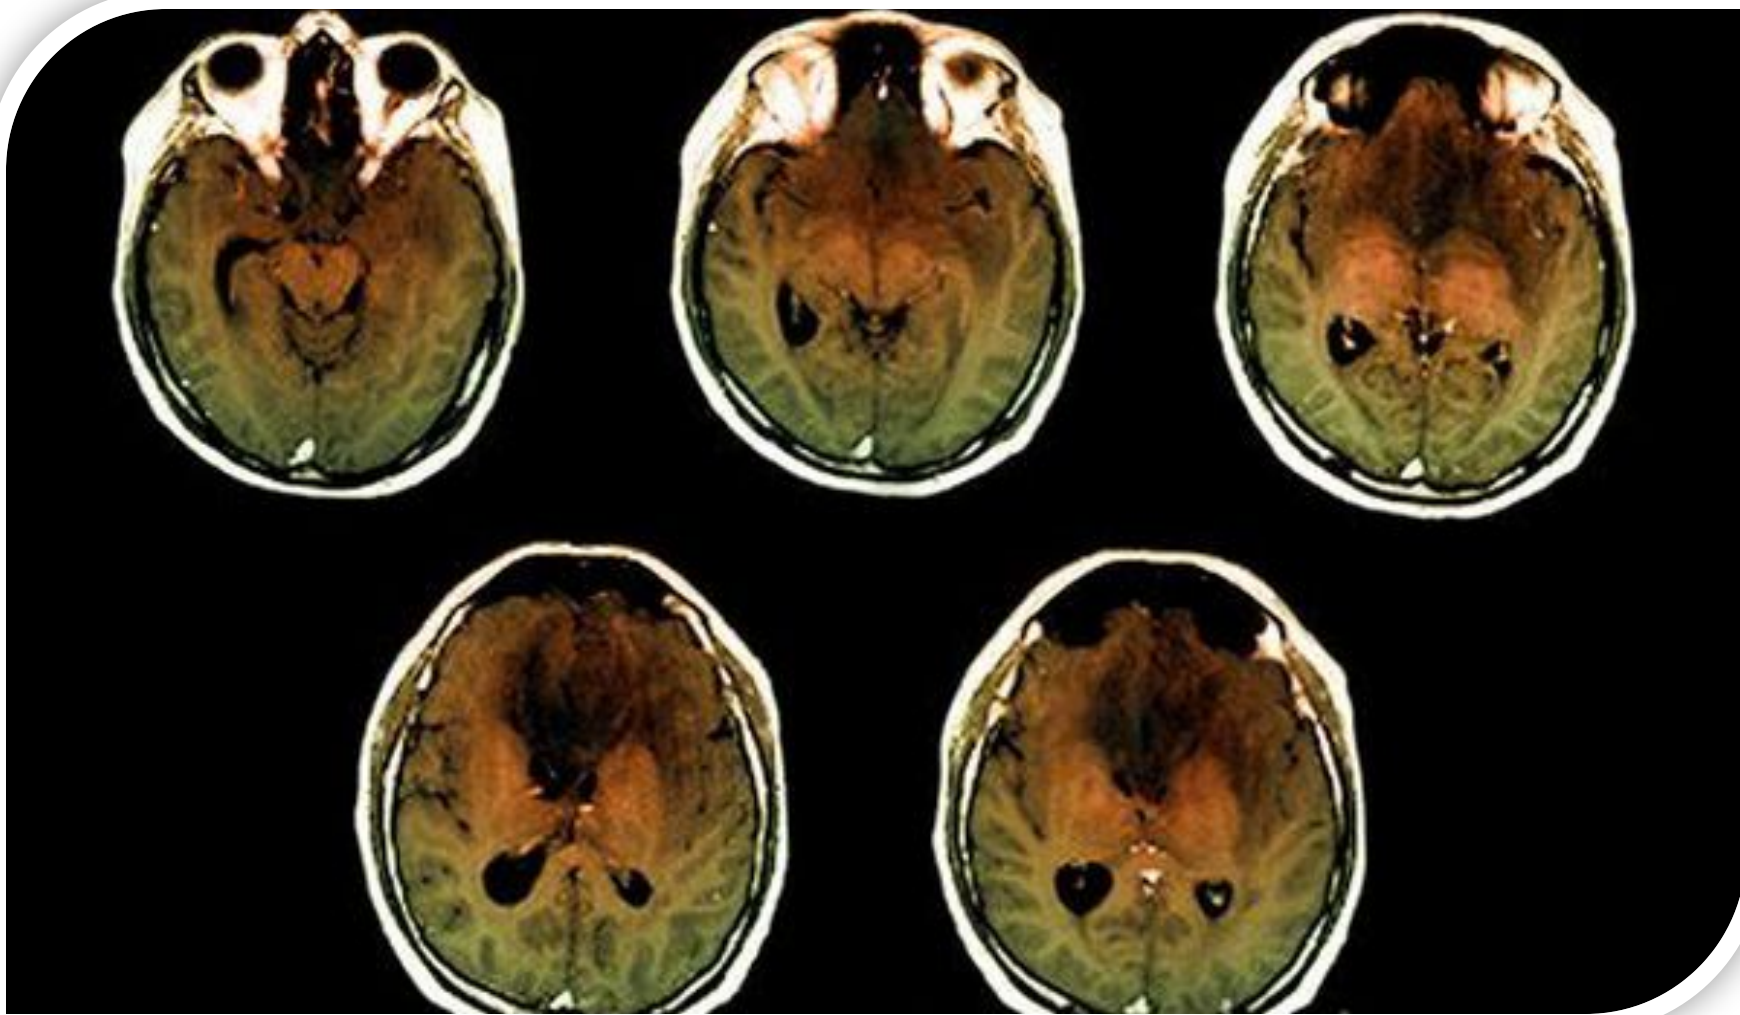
МРТ головного мозга больной Ч.
